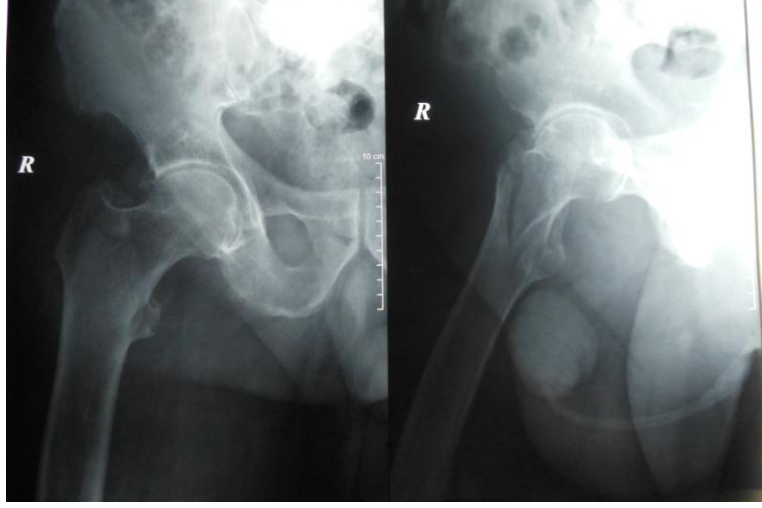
Preoperatif direkt radyografisi
